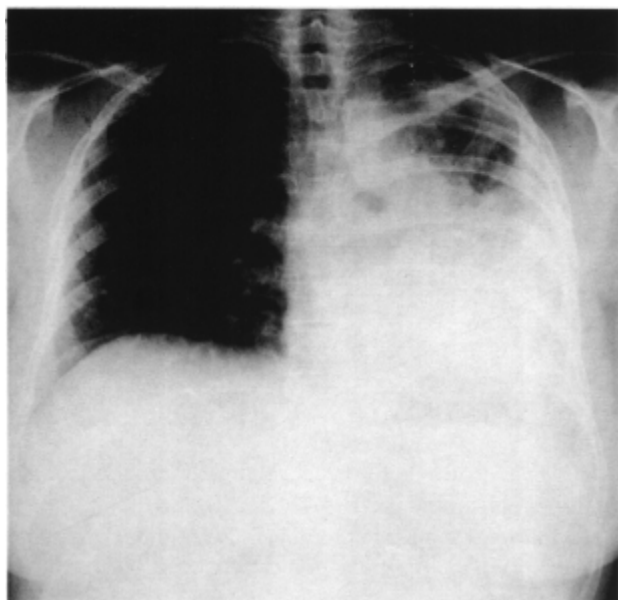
Carcinoides bronquial. Radiografía PA de tórax. Se observa una atelectasia del pulmón izquierdo.
